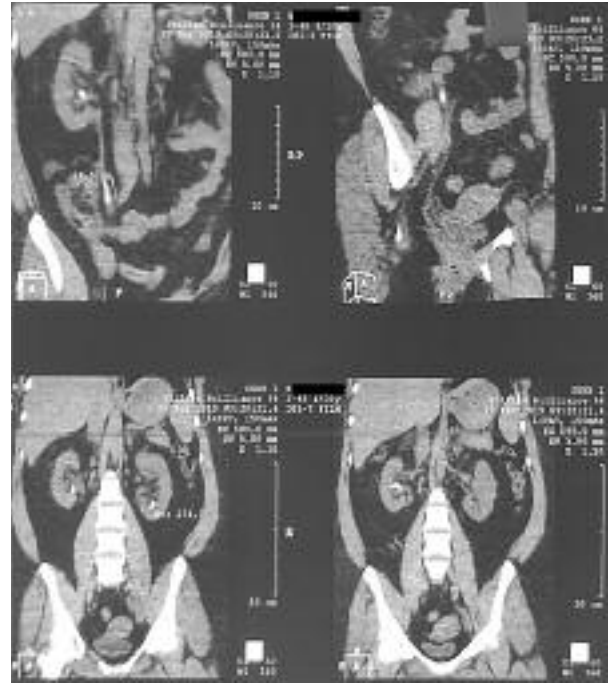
Результат КТ почек с контрастным усилением пациентки К. после курса литолитической терапии.
